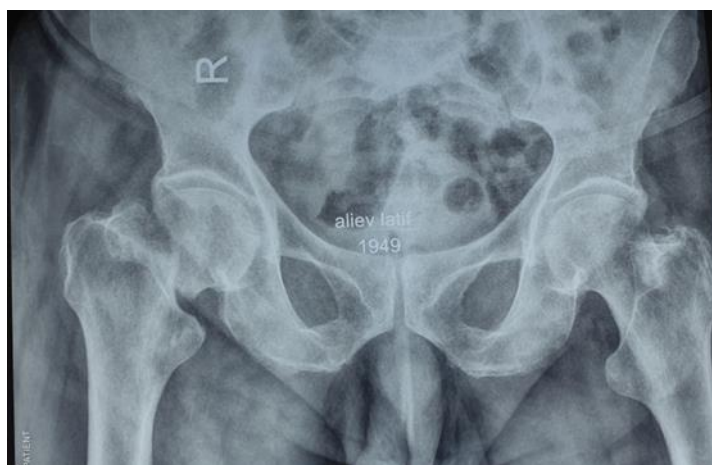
Рентгенограмма костей таза в прямой проекции, перелом шейки бедра
